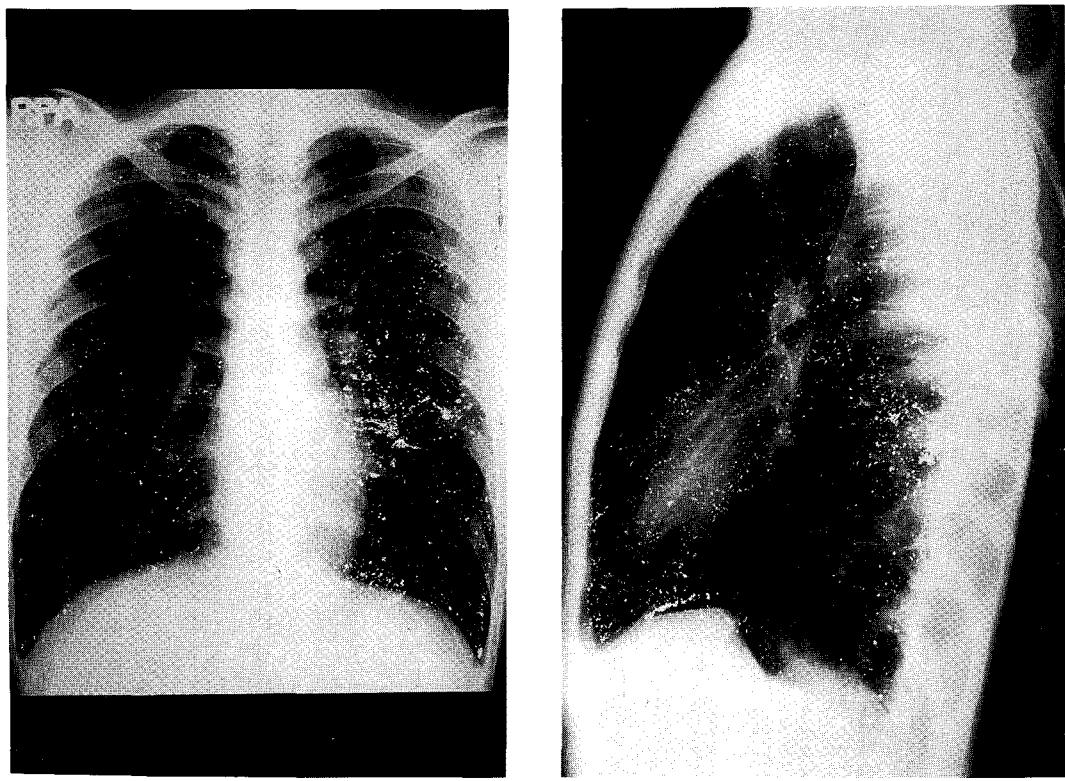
Posteroanterior(A) and left lateral(B) chest radiographies show innumerable micronodular and binary branching metallic opacities in both lung fields.
